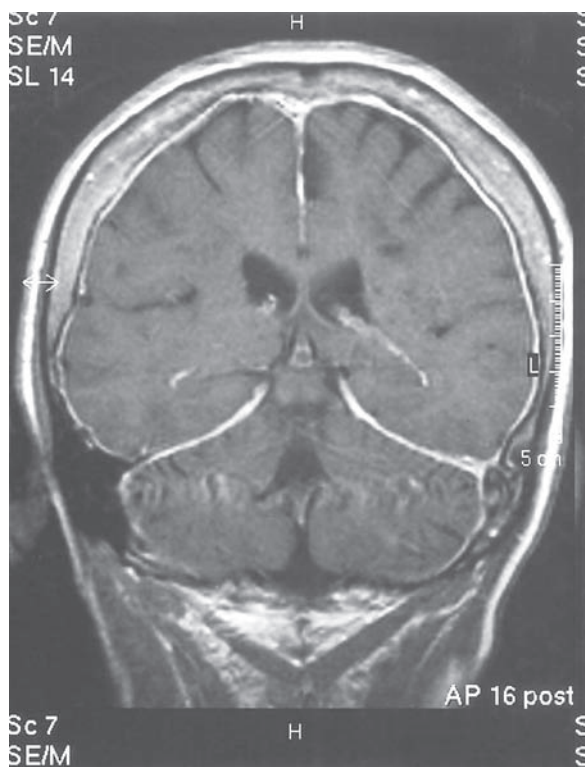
Una MRI después de infusión de gadolinio (secuencia T1); se observa un agrandamiento dural difuso. La imagen es típica de presión baja del CSF, como la que sobreviene después de punción lumbar, fuga espontánea de CSF o derivación con sobredrenaje. Cambios similares se reconocen en la duramadre espinal.
